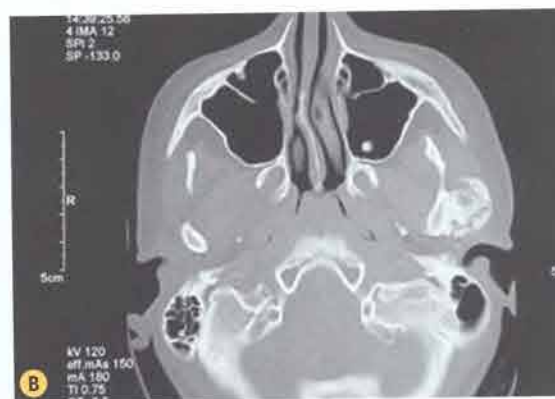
A-B. TC in proiezione assiale che mostra due casi di anchilosi dell'ATM sinistra.
